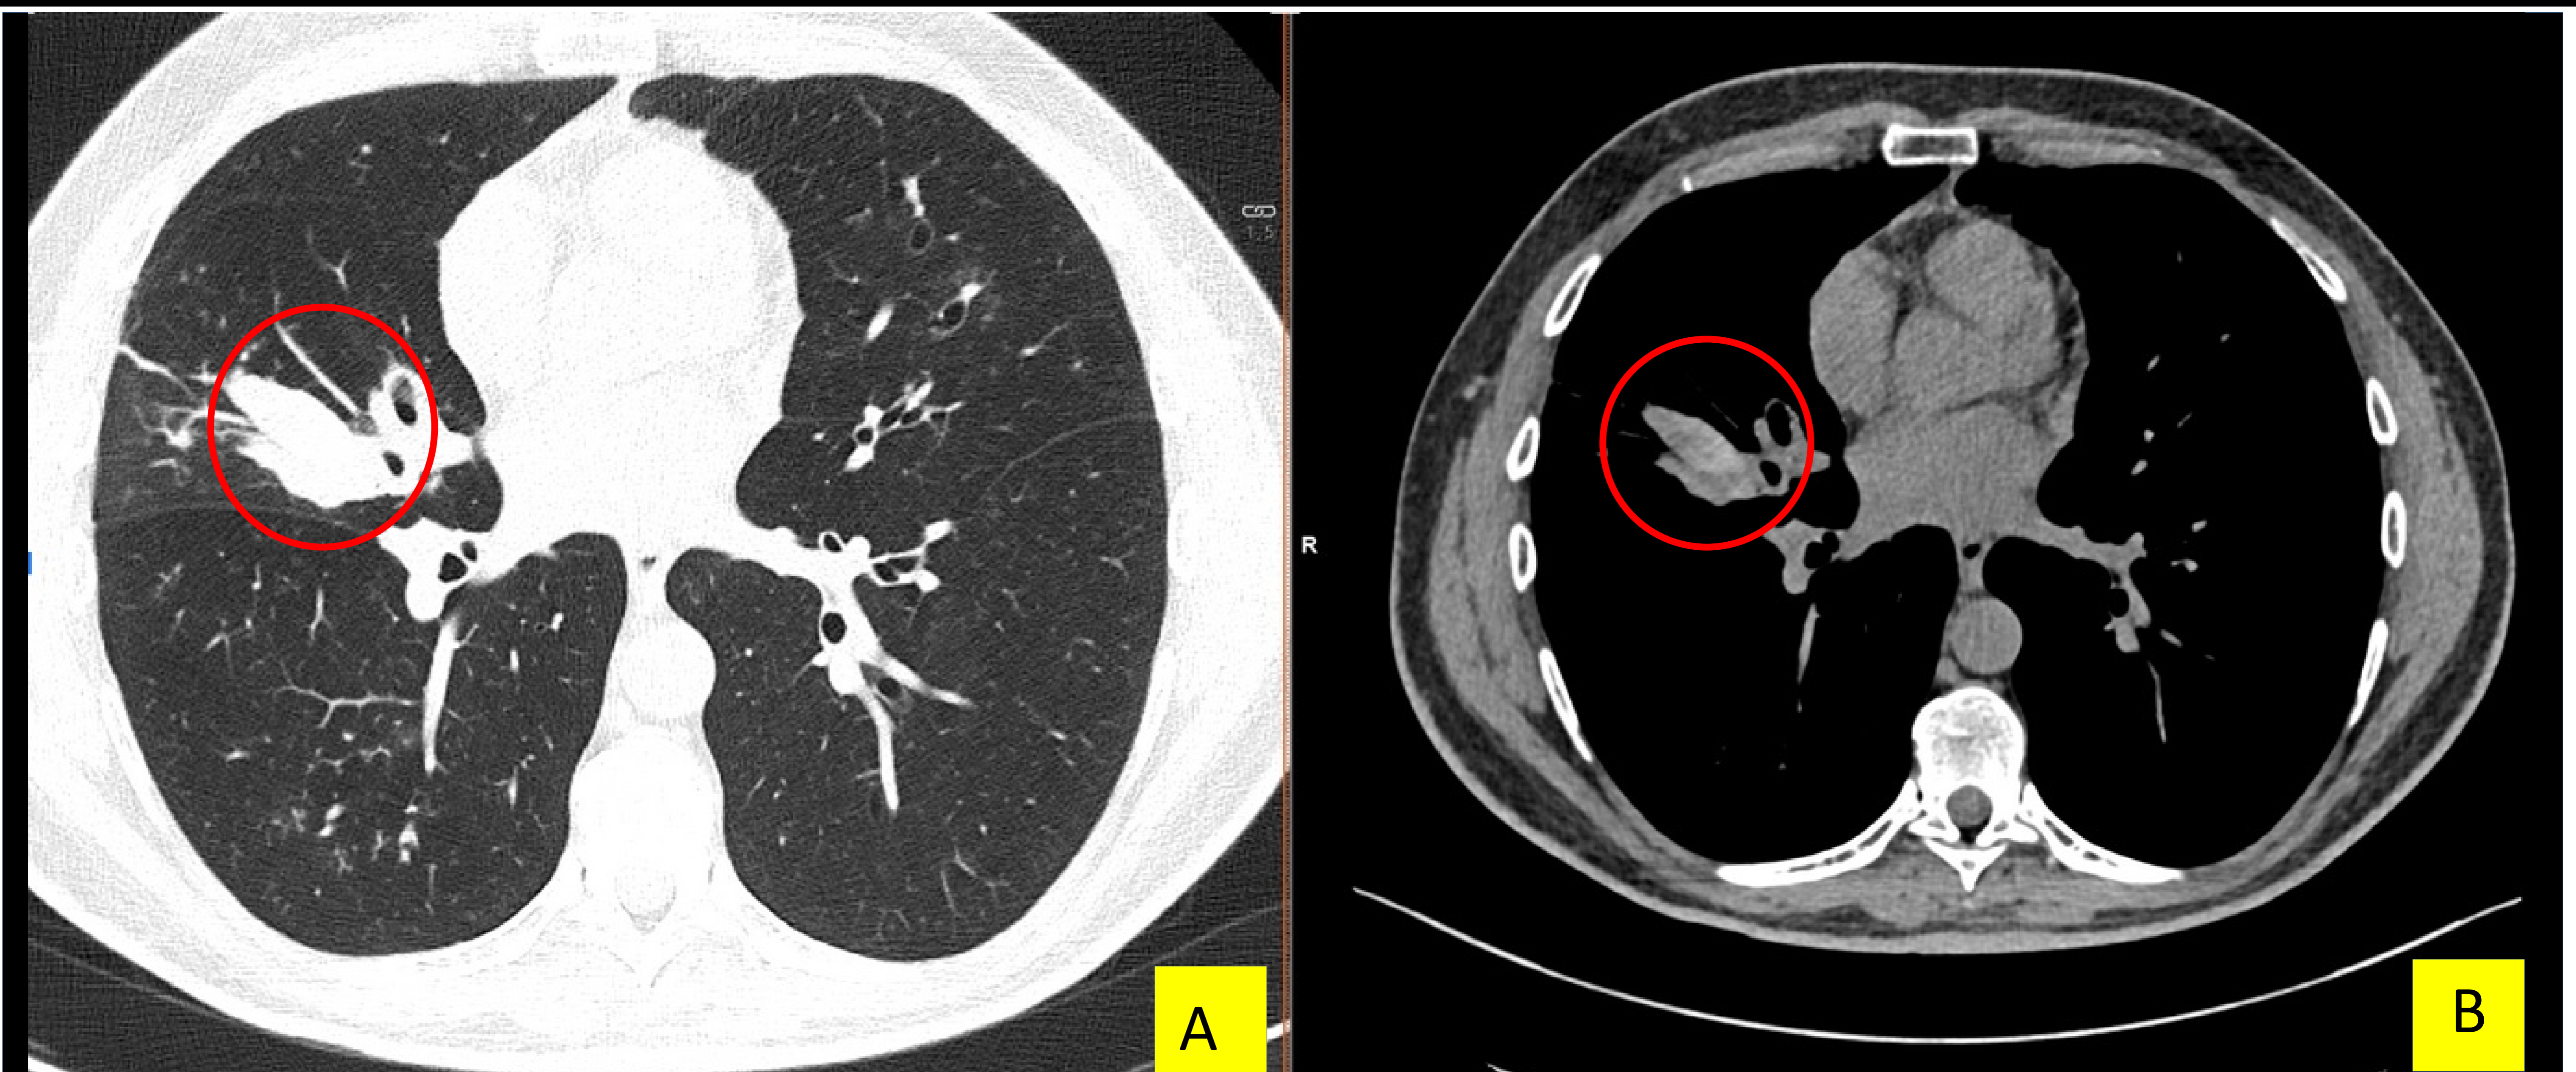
TC con corte axial que se observa bronquiectasia sacular central con impactación mucosa densa, formando el signo del dedo en guante (círculo rojo). Asocia también nódulos centrolobulillares.
